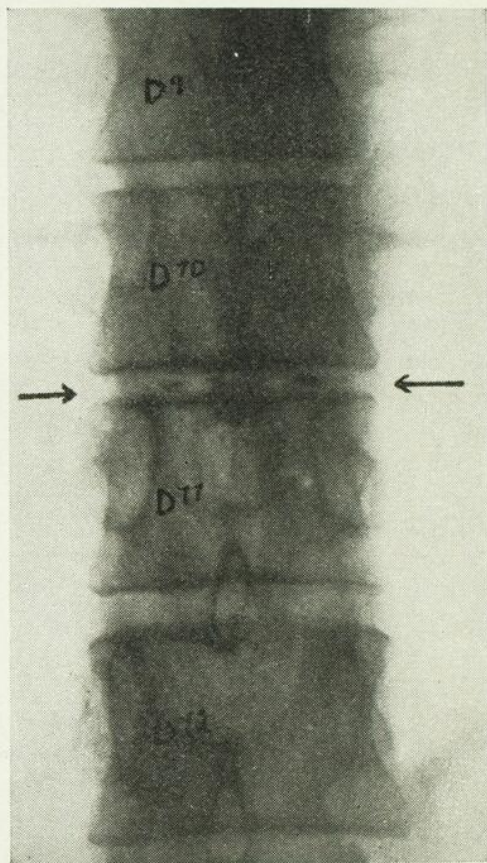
Radiographie en direction antéro-postérieure montrant une petite tache calcaire de chaque côté de l'apophyse épineuse au milieu de l'espace clair intervertébral D10-D11.
